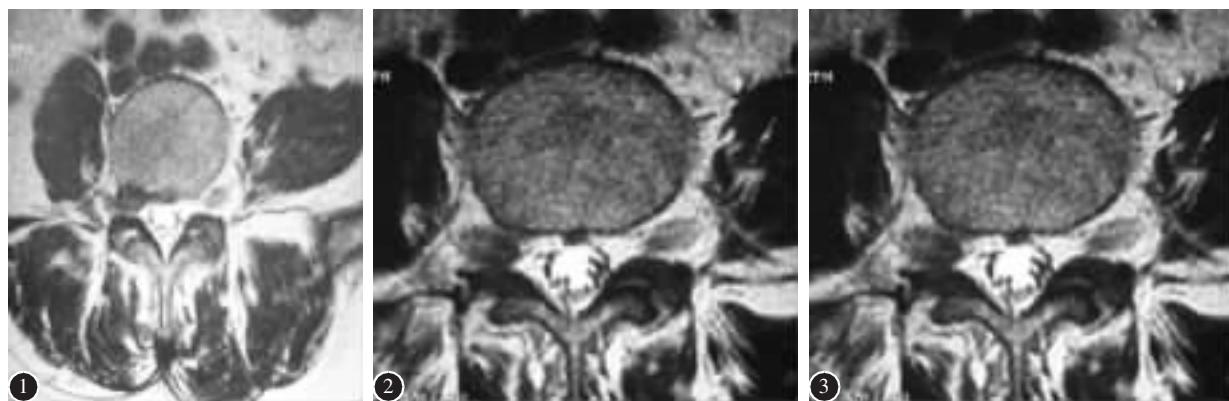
a 术前腰椎 MRI 示右侧椎间孔内型腰椎间盘突出 b 术后第 2 天腰椎 MRI 示右侧椎间盘突出消失 c 术后 3 个月腰椎 MRI 示右侧椎间盘突出无复发
